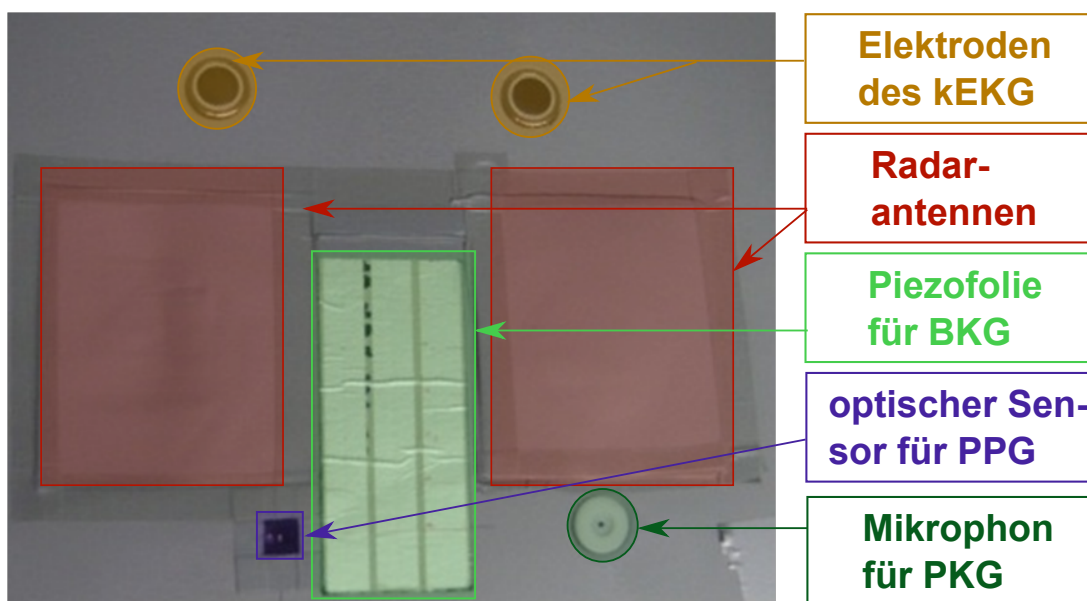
Schaumstoffbasierte CT-Tischauflage, in welche fünf verschiedene Sensoren für die kontaktarme Erfassung der Herzaktivität eingebracht wurden.
